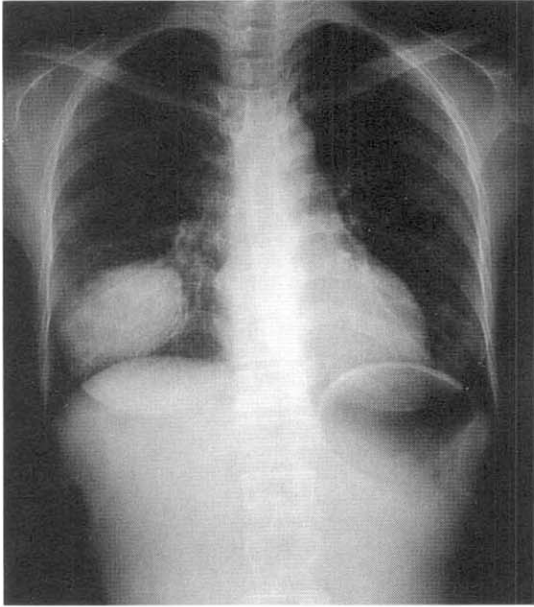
A. At nine weeks prior to admission, chest X-ray shows ill-defined, heterogenous, radioopaque densities on the right lower lung field.
